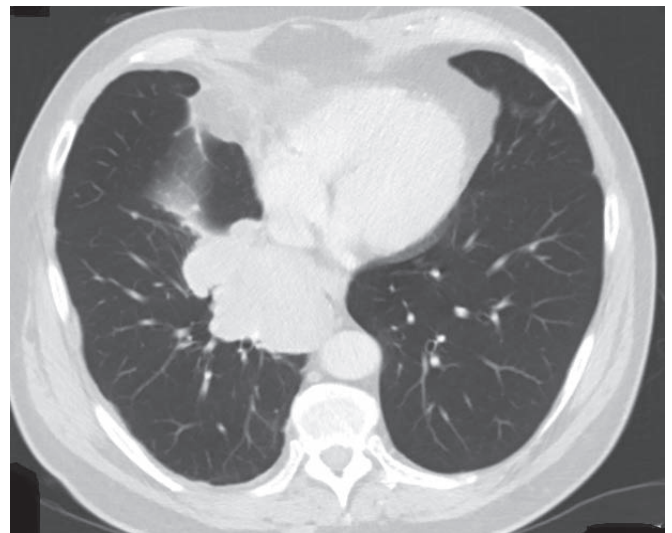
CT plic a mediastina po 1. linii chemoterapie (8. 3. 2012)
